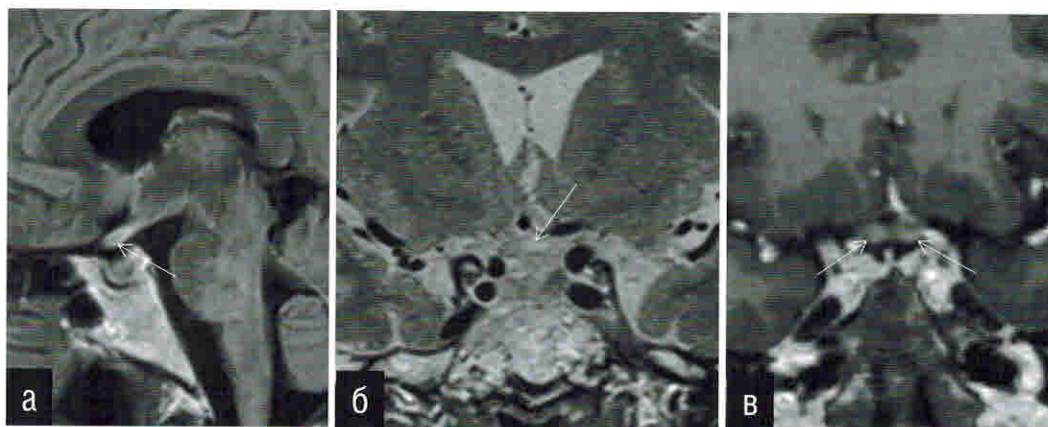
Пациентка 24 лет. МРТ головного мозга при оптиконейромиелите. Зрительный перекрест и прехиазмальные отделы зрительных нервов утолщены, интенсивность МР-сигнала от их структуры повышена (стрелки) в режимах T2 в коронарной плоскости (б) и FLAIR в сагиттальной плоскости (а). В режиме T1 с внутривенным введением контрастного вещества (в) отмечается патологическое контрастирование указанных структур (стрелки).
